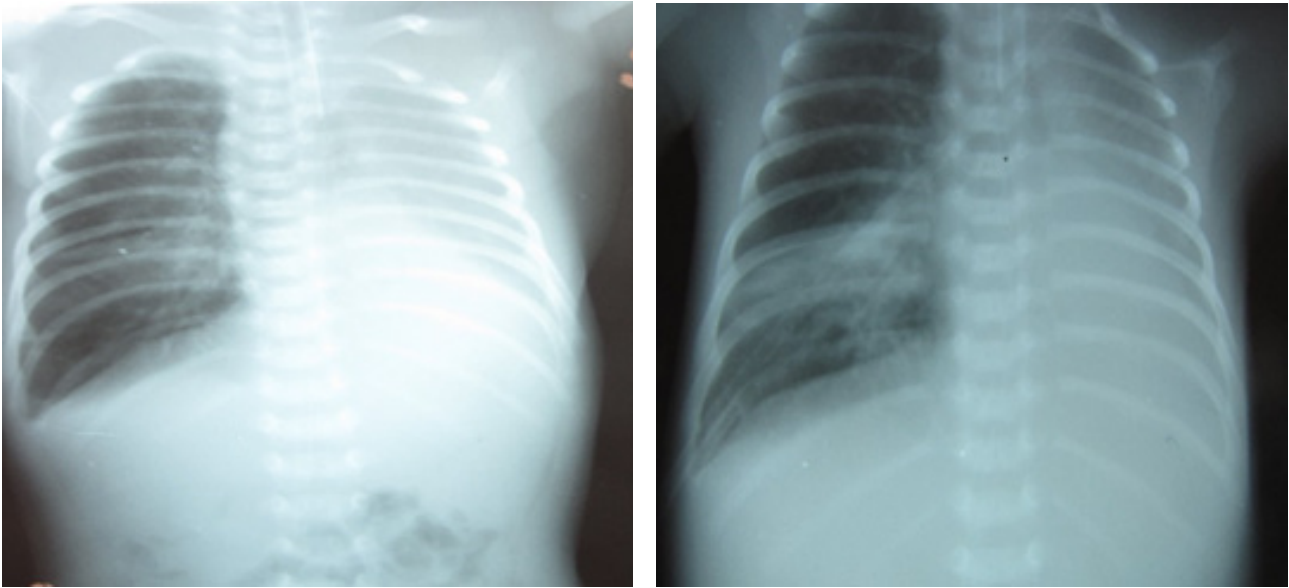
2 X-ray of the chest. Hyperpneumatization of the right lung. The left lung field is reduced in size, pneumatization is visible only in the area of the upper lobe. Mediastinal structures are shifted to the left. High position of the diaphragmatic arch. Pneumonia of the lower lobe of the right lung.
